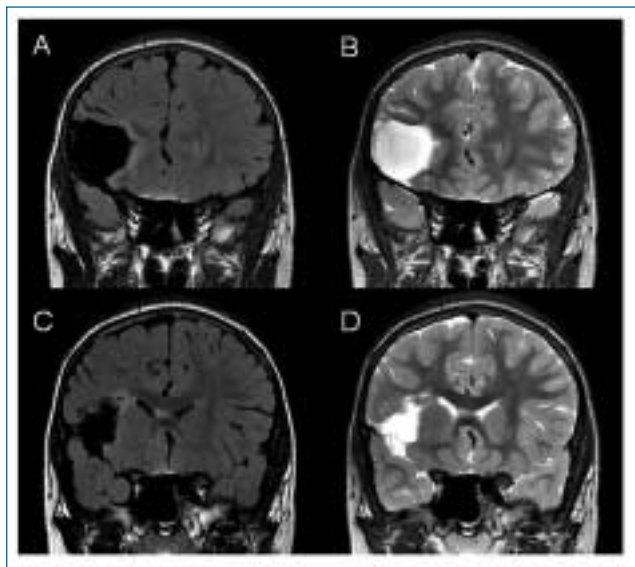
Postoperatives MRI 07/2006: In den koronaren FLAIR-Aufnahmen (A, C) sowie T2-Bildern (B, D) erkennt man den Resektionsdefekt mit Randgliose, jedoch keinen Hinweis auf eine residuelle FCD.
